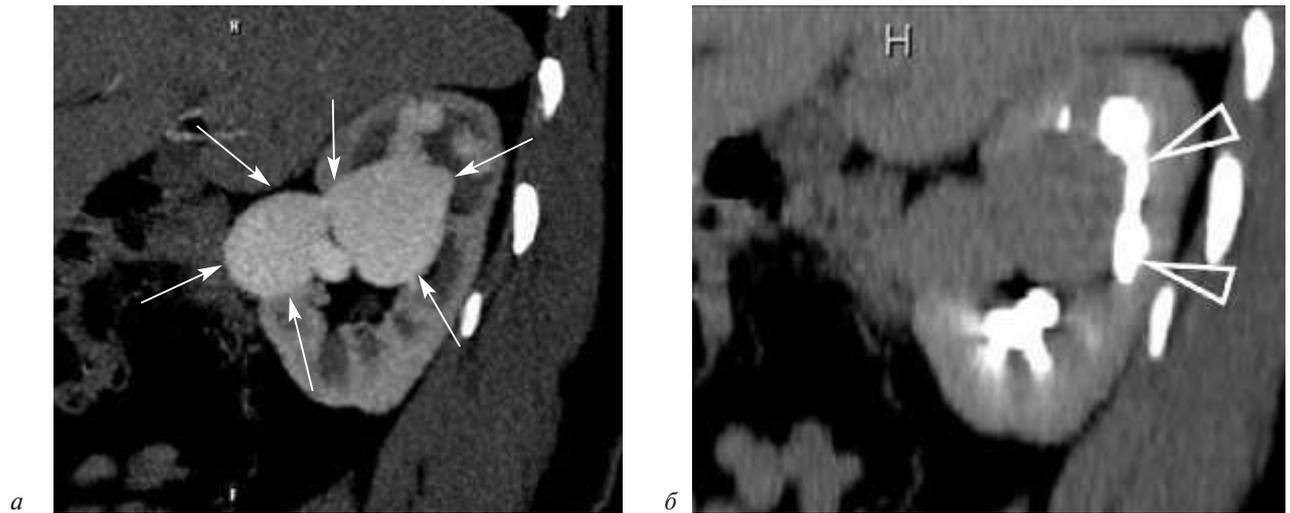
Компьютерные томограммы брюшной полости с внутривенным контрастированием:
